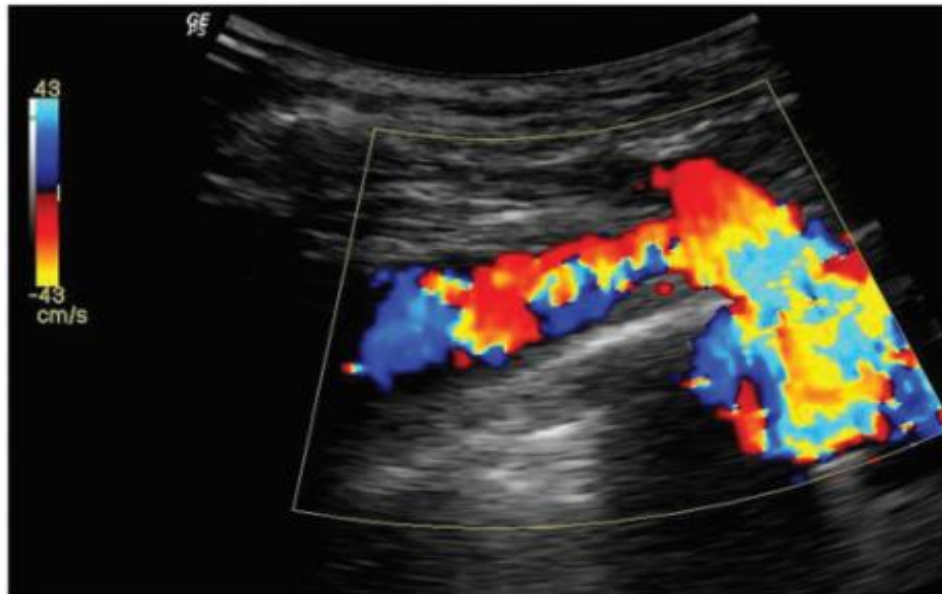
Image échodoppler montrant un flux turbulent post-sténotique de la veine brachiocéphalique droite. [48]
